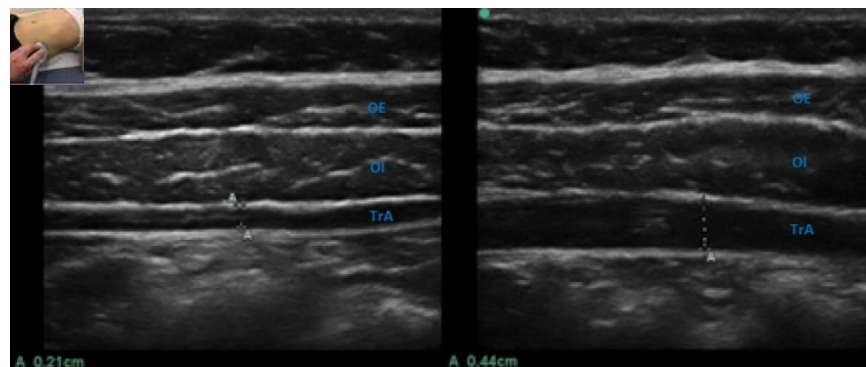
coupes échographiques en regard de la 2<sup>ème</sup> moitié latérale de l'abdomen en phase relâchée et contractée
